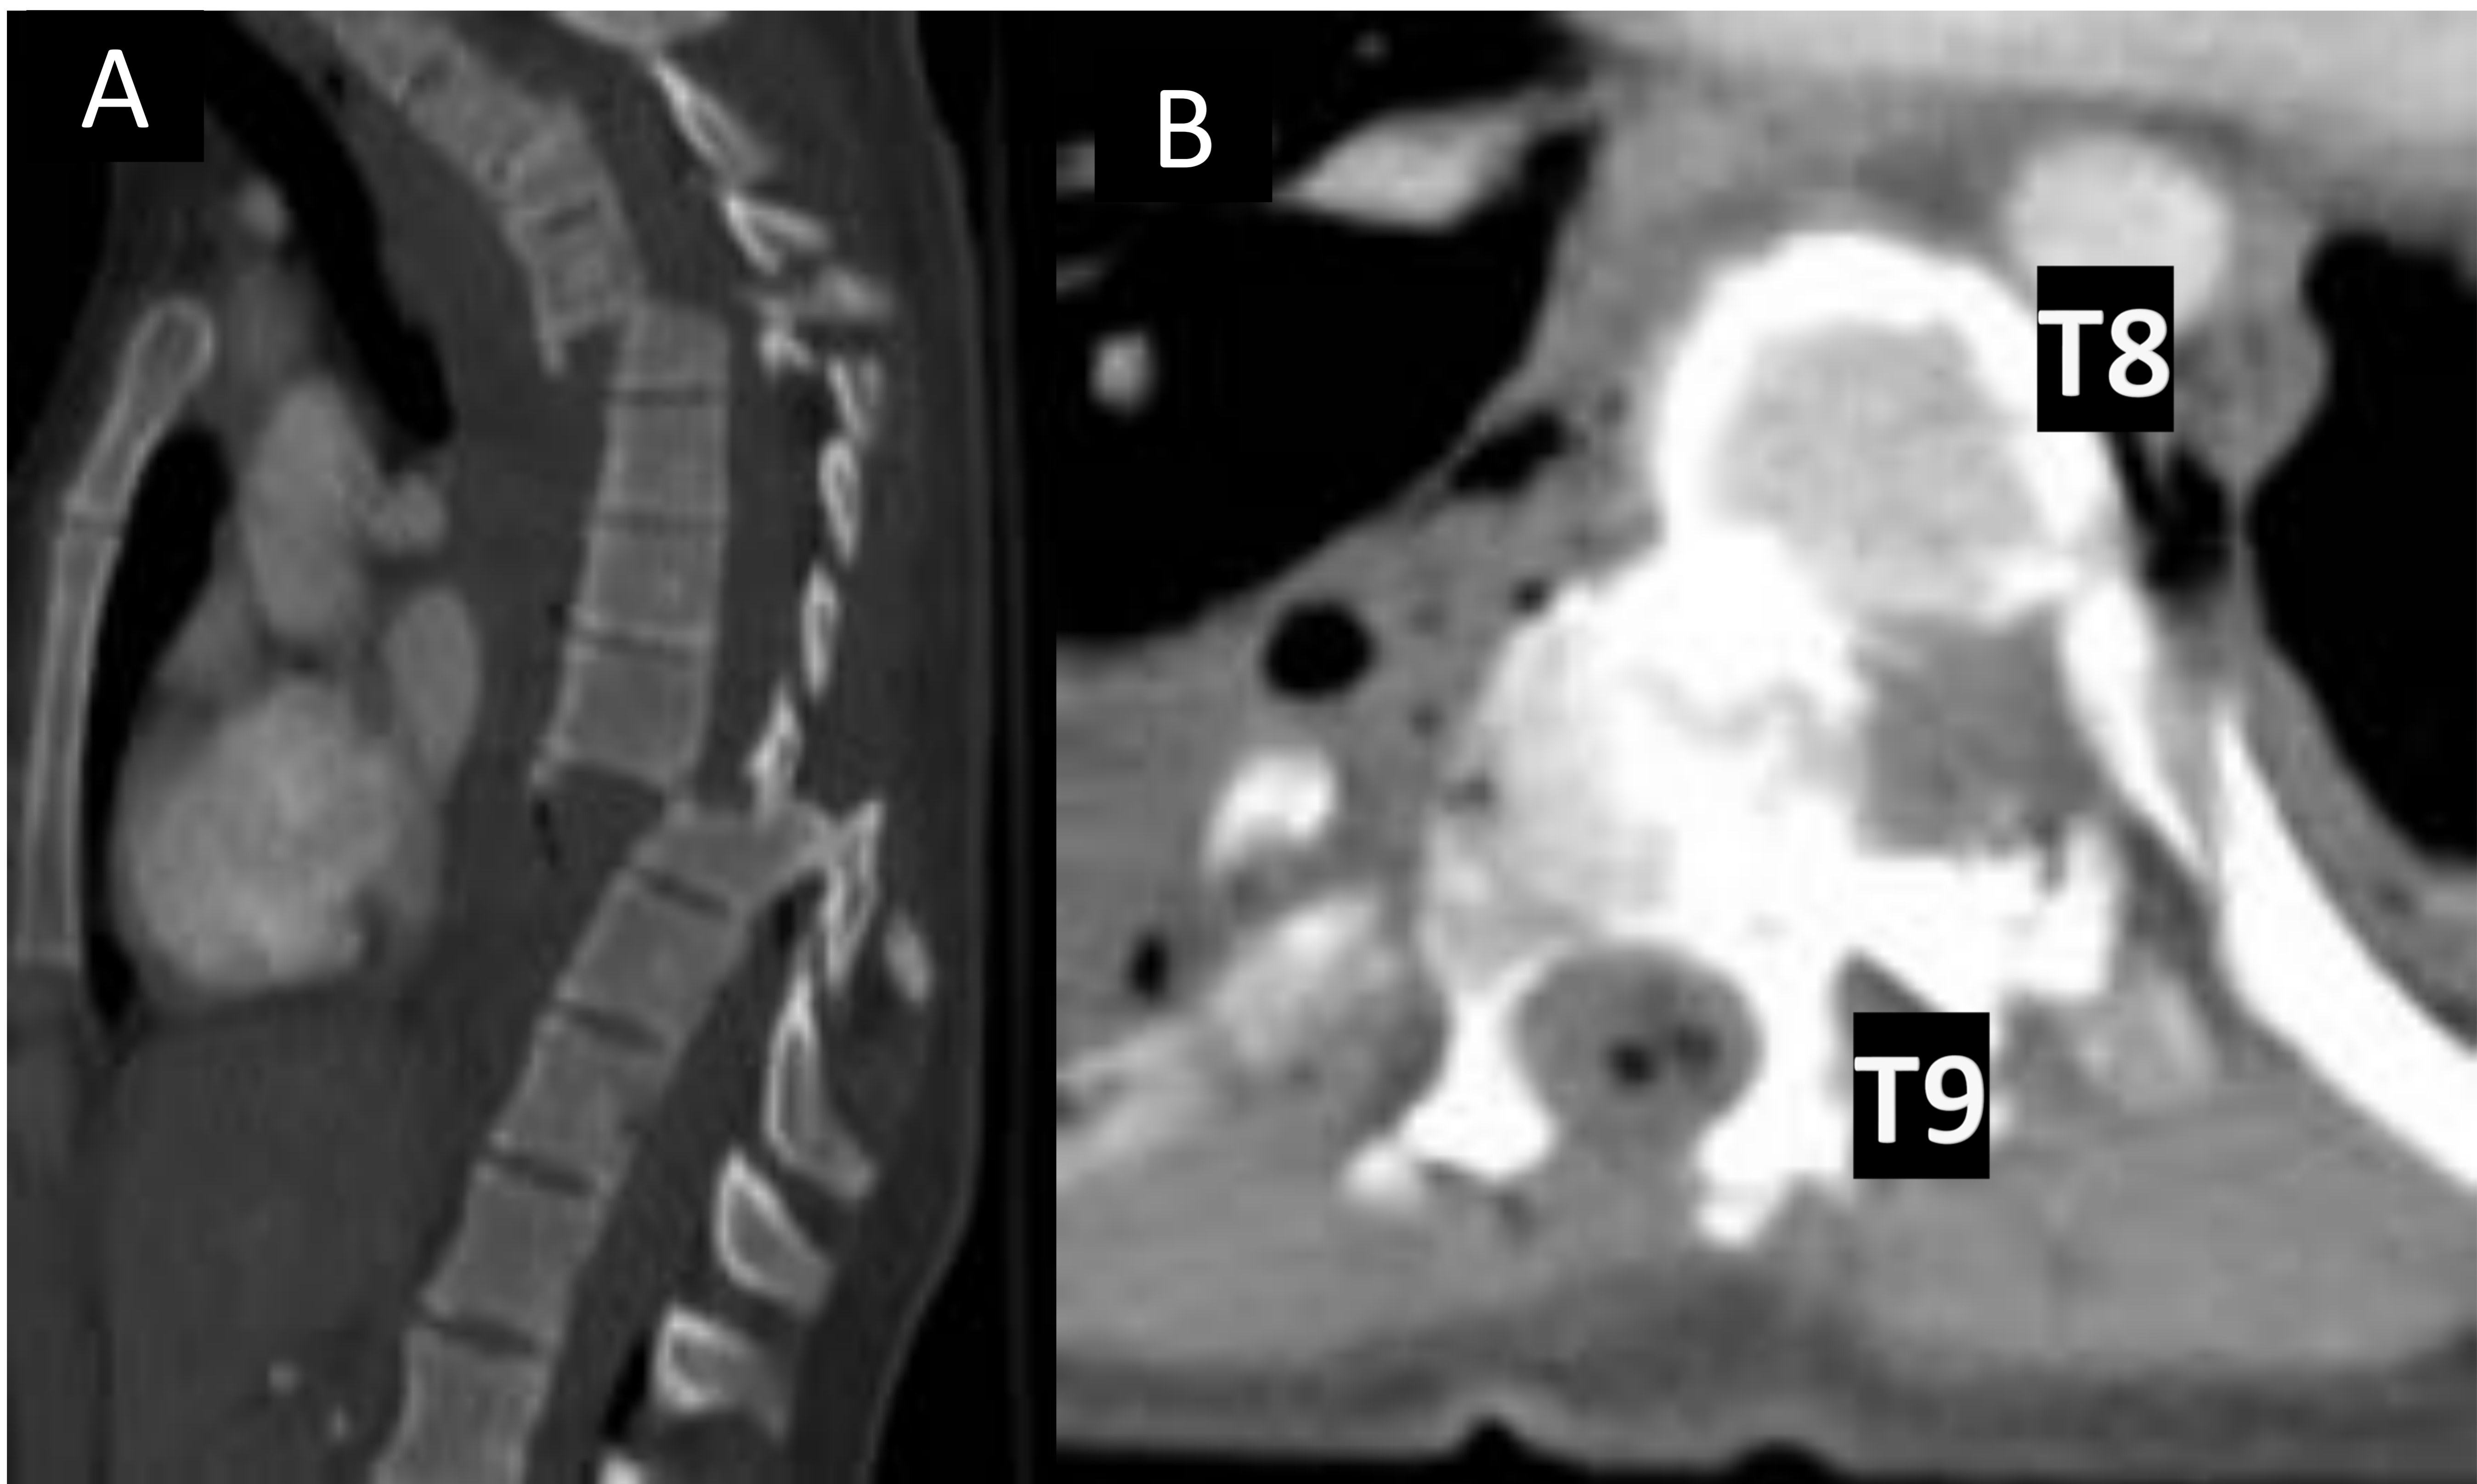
Reconstrucciones sagital (A) y transversal (C) de TC. Mujer de 35 años. Precipitada. Trazos de fractura en múltiples niveles. Destaca fracturas con traslación T4/T5 y T8/T9 (categoría C) con afectación completa de los elementos osteoligamentosos y de la médula espinal. En la imagen transversal se observa la relación de las vértebras T8/T9, además de ponerse de manifiesto la presencia de hematoma prevertebral y neumorraquis.
